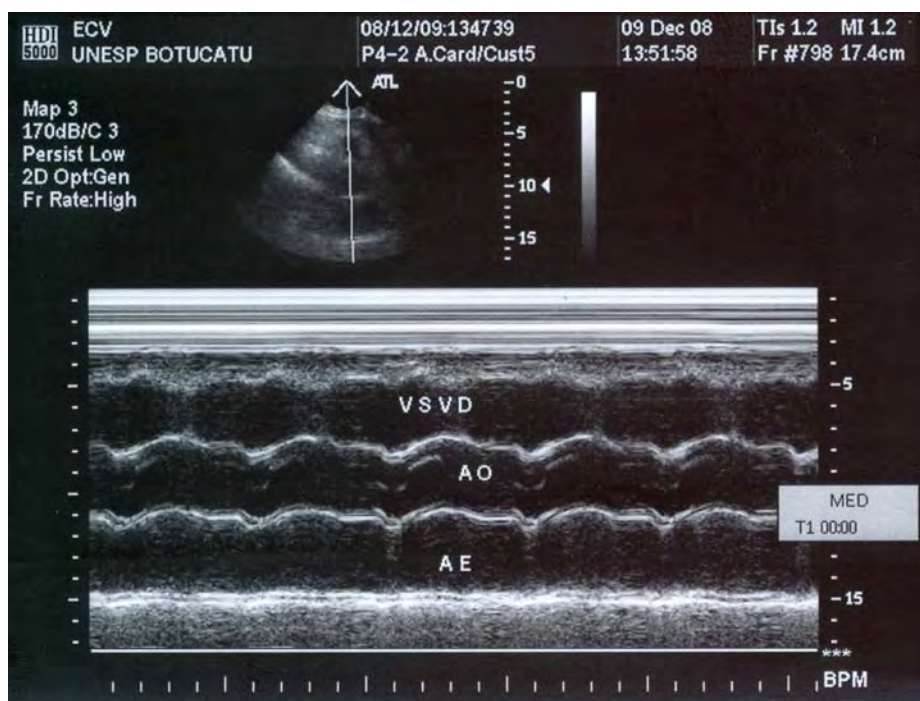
Ilustração de ecocardiograma obtido ao modo-M para as medidas dos diâmetros da aorta e do átrio esquerdo.
